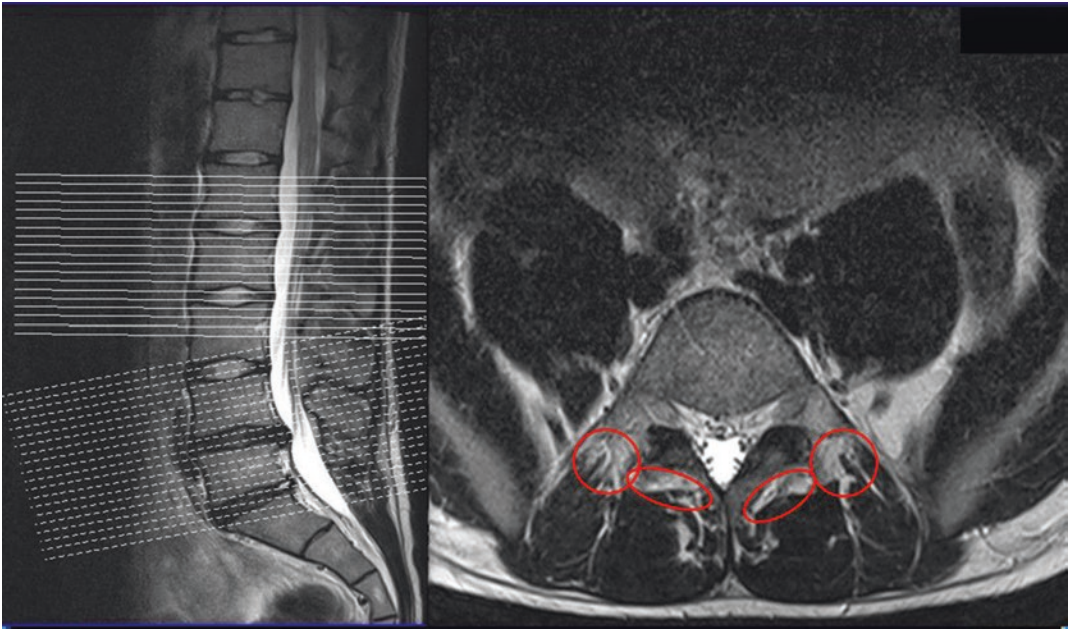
MRI der paravertebralen Muskulatur eines 22-jährigen Patienten mit einem chronischen pseudoradikulären Syndrom seit Jahren. Bei einer klinischen Segmentinstabilität liegt in den rot umrandeten Bereichen ein beginnender sarkopenischer Umbau vor. In den übrigen Bereichen der autochtonen Muskulatur sind erste kleine Inseln mit vermehrtem Fett vorhanden
